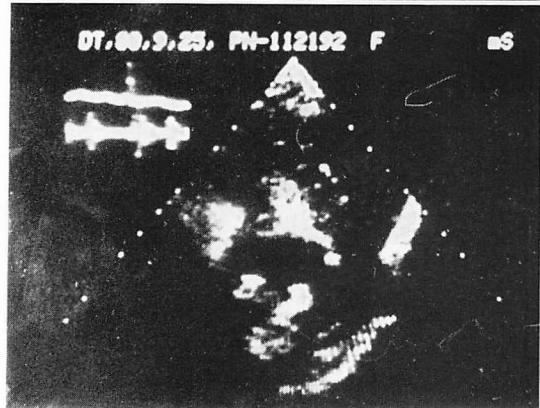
Long-axis (upper) and short-axis (lower) cross-sectional echocardiograms from Case 4.
